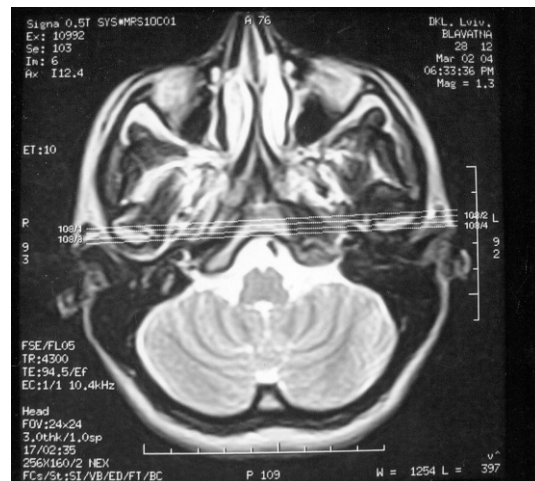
Прямі фронтальні МРТ-зрізи СНЩС у аксіальній проекції
